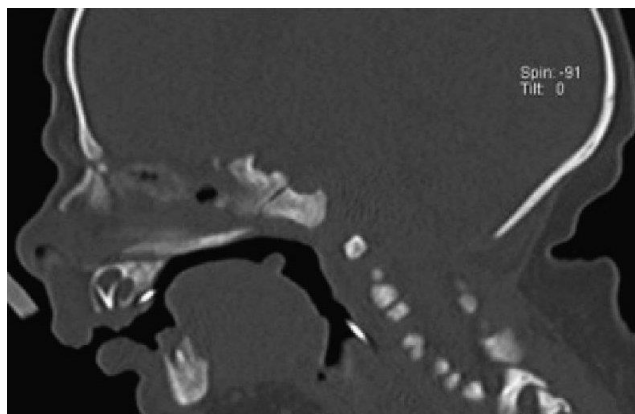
Scan de TC de uma criança com Sequência de Pierre Robin. Mesmo com a criança intubada, a glossoptose é evidente (Scott AR *et al.*, 2012)
